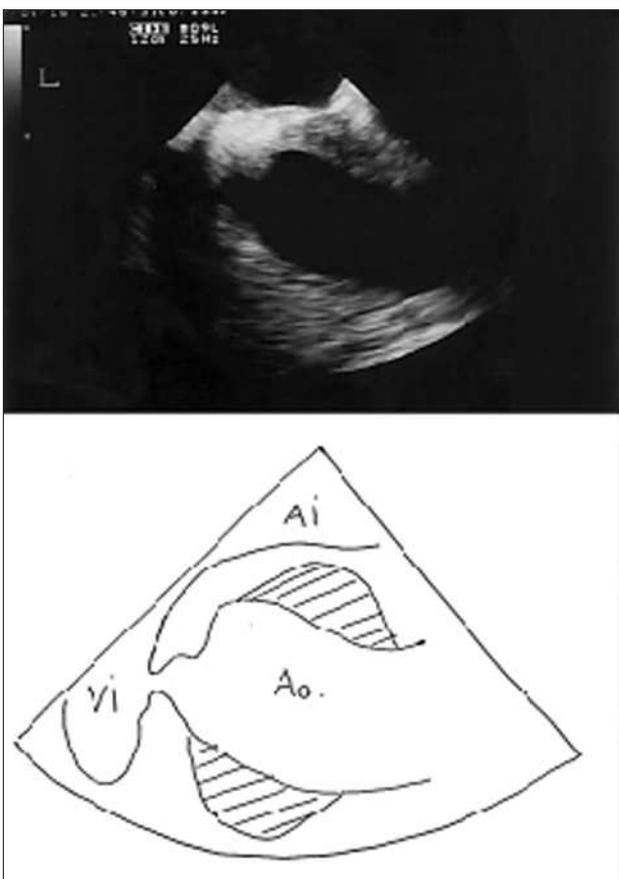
Ecografía intraesofágica. Plano longitudinal. Ao: aorta; AI: aurícula izquierda; VI: ventrículo izquierdo; sombreado: hematoma de la aorta ascendente.
